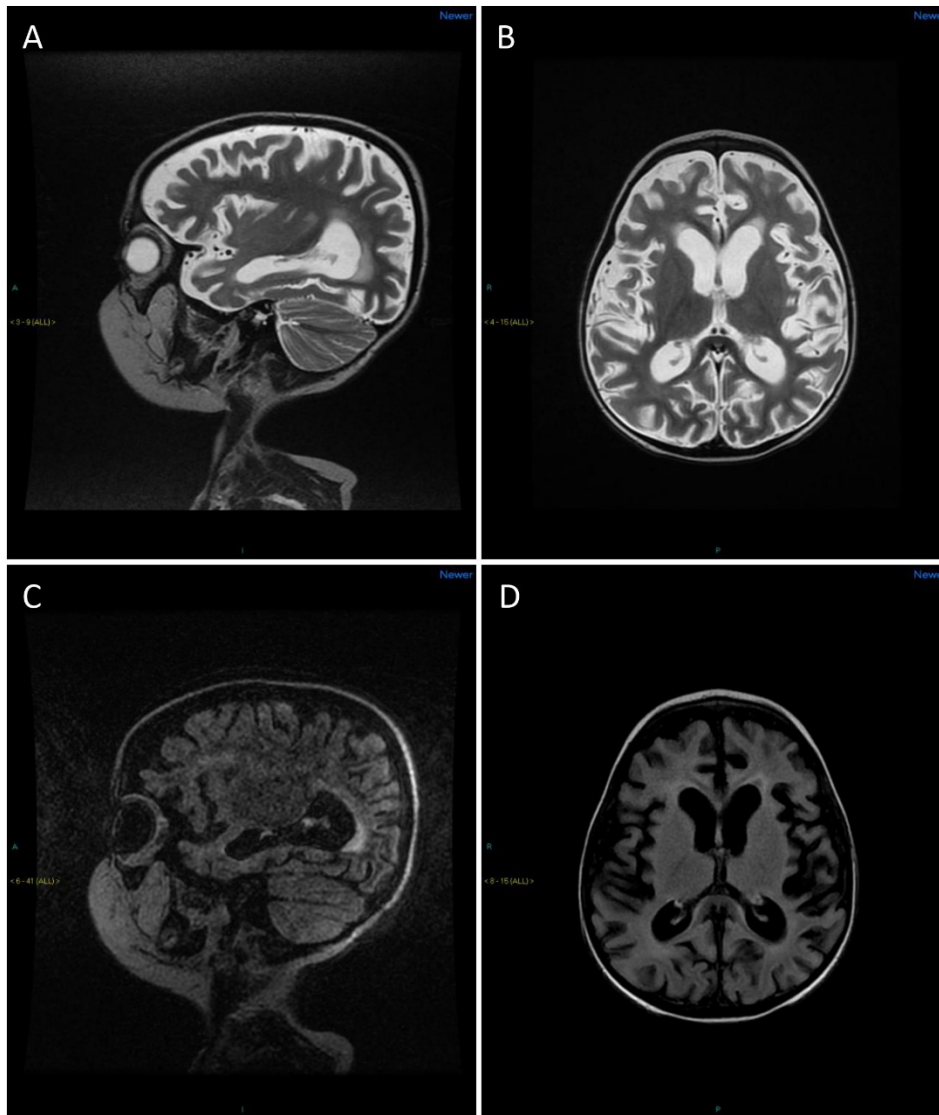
Follow-up magnetic resonance imaging performed on day 122. (A) sagittal T2, (B) axial T2, (C) sagittal FLAIR, (D) axial FLAIR, showing improvement in the white matter changes but
